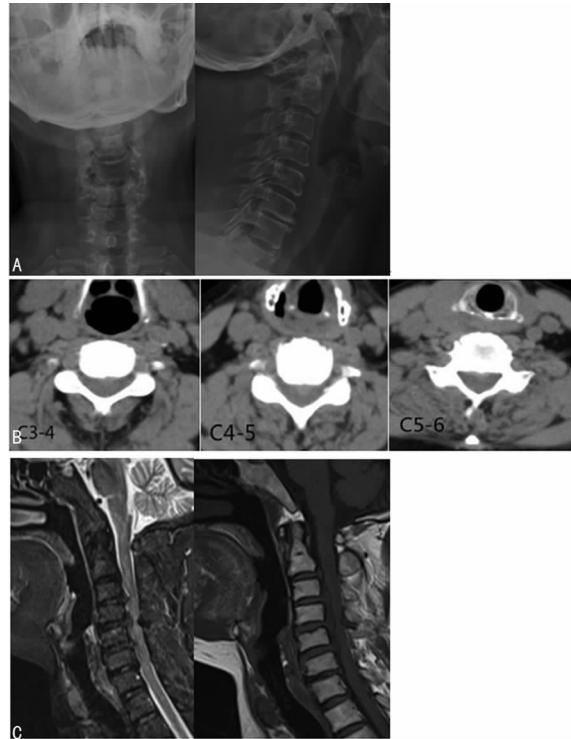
患者术前 X 射线(A)、CT(B)、MRI(C)
